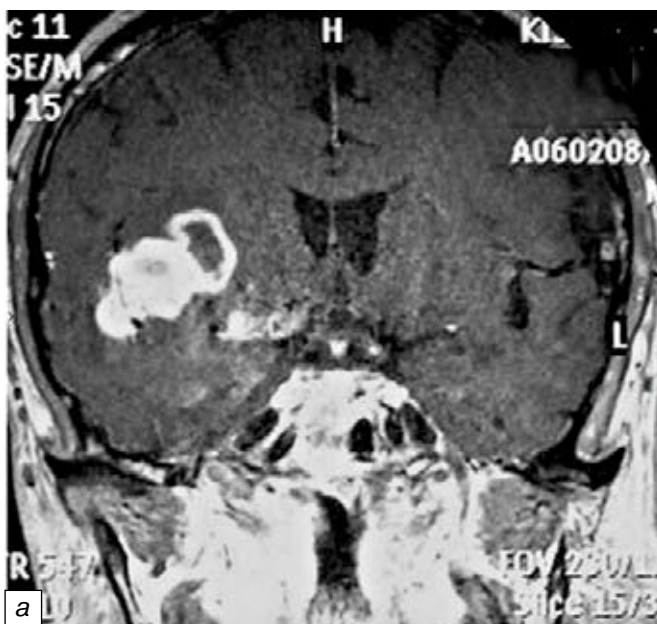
МРТ и ИС пациента с глиобластомой правых височной и теменной долей, обрастающей ствол и ветви средней мозговой артерии: *a* — T1-взвешенное изображение МРТ головного мозга с контрастированием. Определяется неправильной формы образование, распространяющееся на височную и теменную доли. Образование хорошо и равномерно накапливает контрастное вещество. В структуре образования определяются ветви средней мозговой артерии; *b* — ИС, в структуре гиперэхогенной опухоли, края которой обозначены стрелками, определяются 2 крупных магистральных сосуда (ветви СМА)
